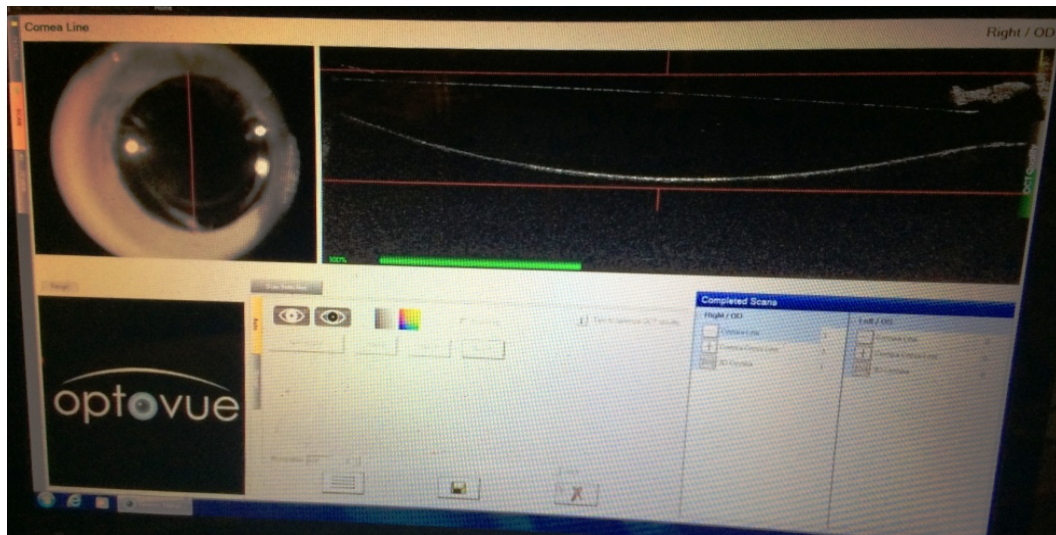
Фото монитора оптического когерентного томографа при проведении исследования комплекса «ИОЛ-капсульный мешок».
